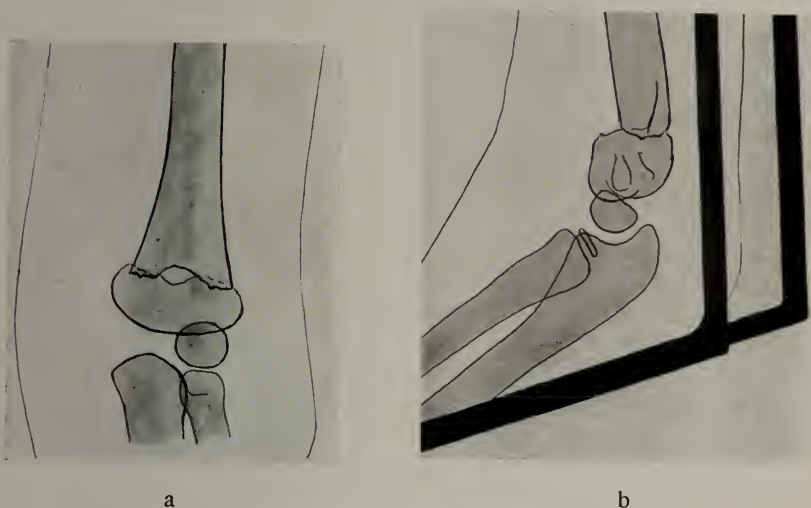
Röntgenbild zu Abb. 84 nach 24stündigem Dauerzug. a) Ventro-dorsal, b) lateral
